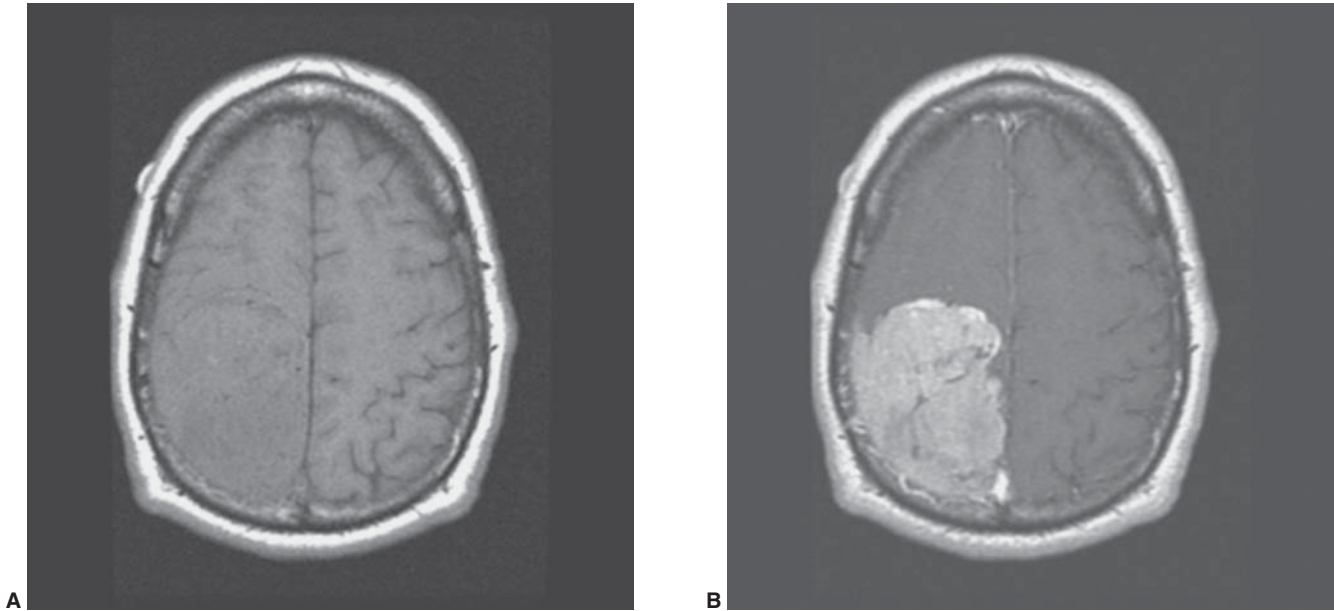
Meniingioma atípico. Imágenes por resonancia magnética (IRM) con técnica de T1 sin (A) y con (B) gadolinio en el plano axial que muestran una masa extraaxial en la región posterior derecha.
